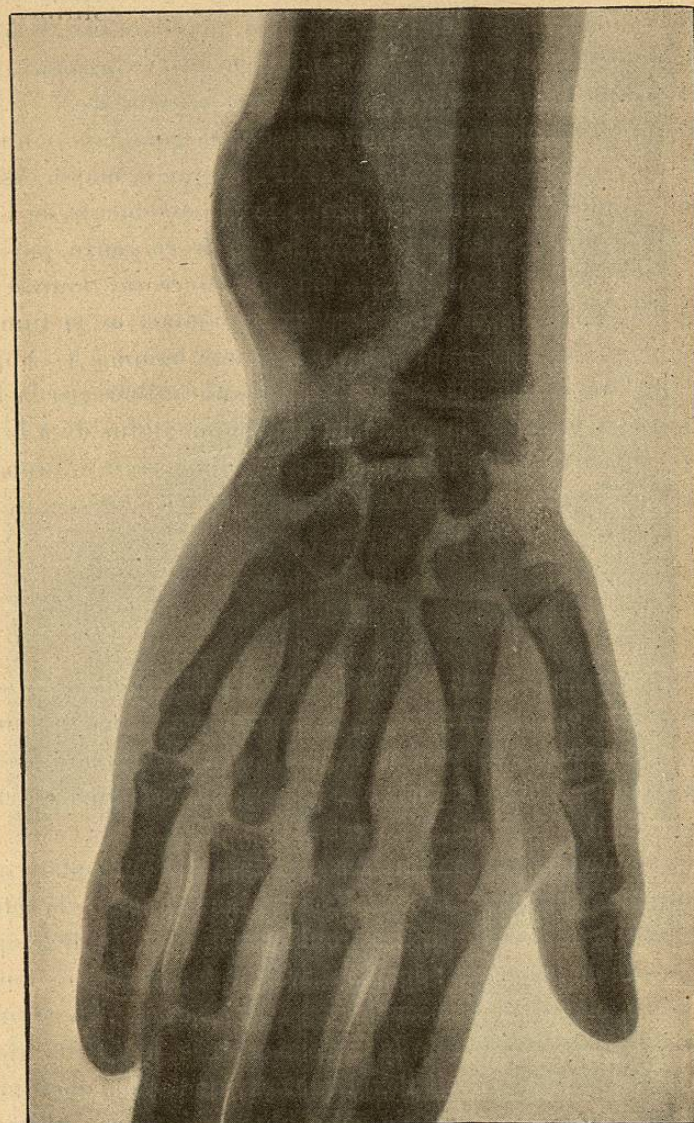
Radiographie d'une exostose du cubitus.
